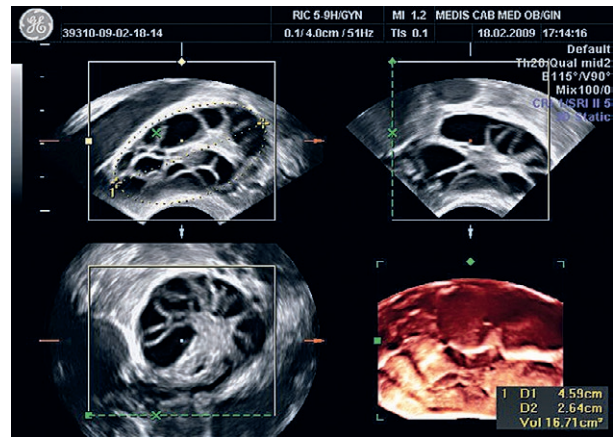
3D render mode ultrasound of PCOS
